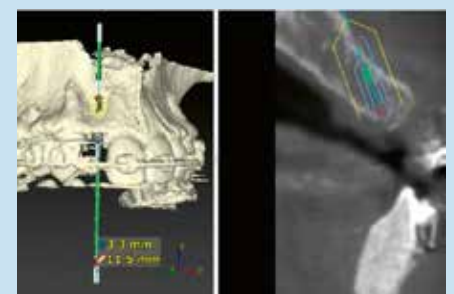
Tomodensitométrie à faisceau conique (CBCT) : tissu osseux suffisant au niveau de la partie coronaire, et une concavité au niveau de la partie moyenne et apicale.
